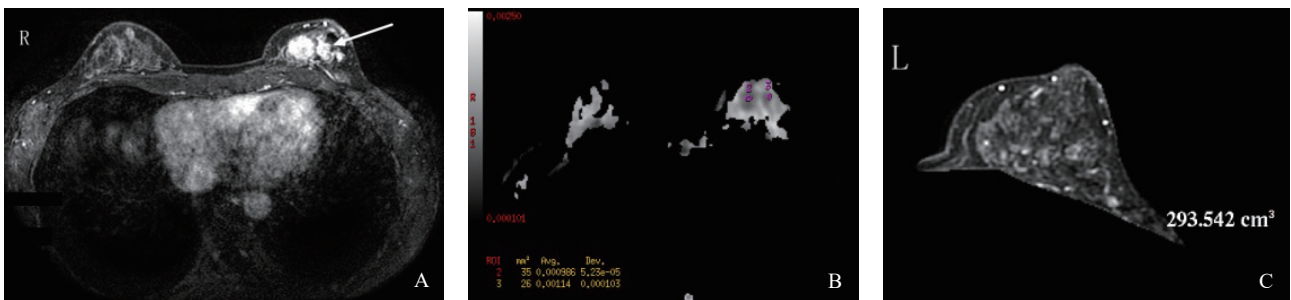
典型乳腺癌MRI增强表现及乳腺体积的测量
